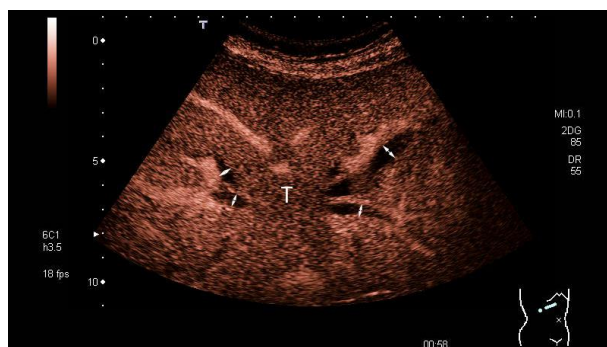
Klatskin 瘤：界限不清的低回声肿瘤（T）位于肝门中央，并浸润肝两叶实质。左右肝的肝内胆管均扩张（a；双箭头标记）。超声造影门静脉期末期显示肿瘤呈极低度强化（b），晚期呈进行性低强化（c）。
